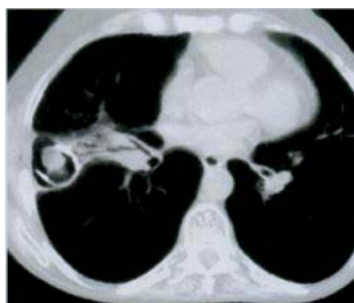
Друза *Aspergillus fumigatus*, оточена повітрям (на КТ – розвиток пневмонії з абсцедуванням)
